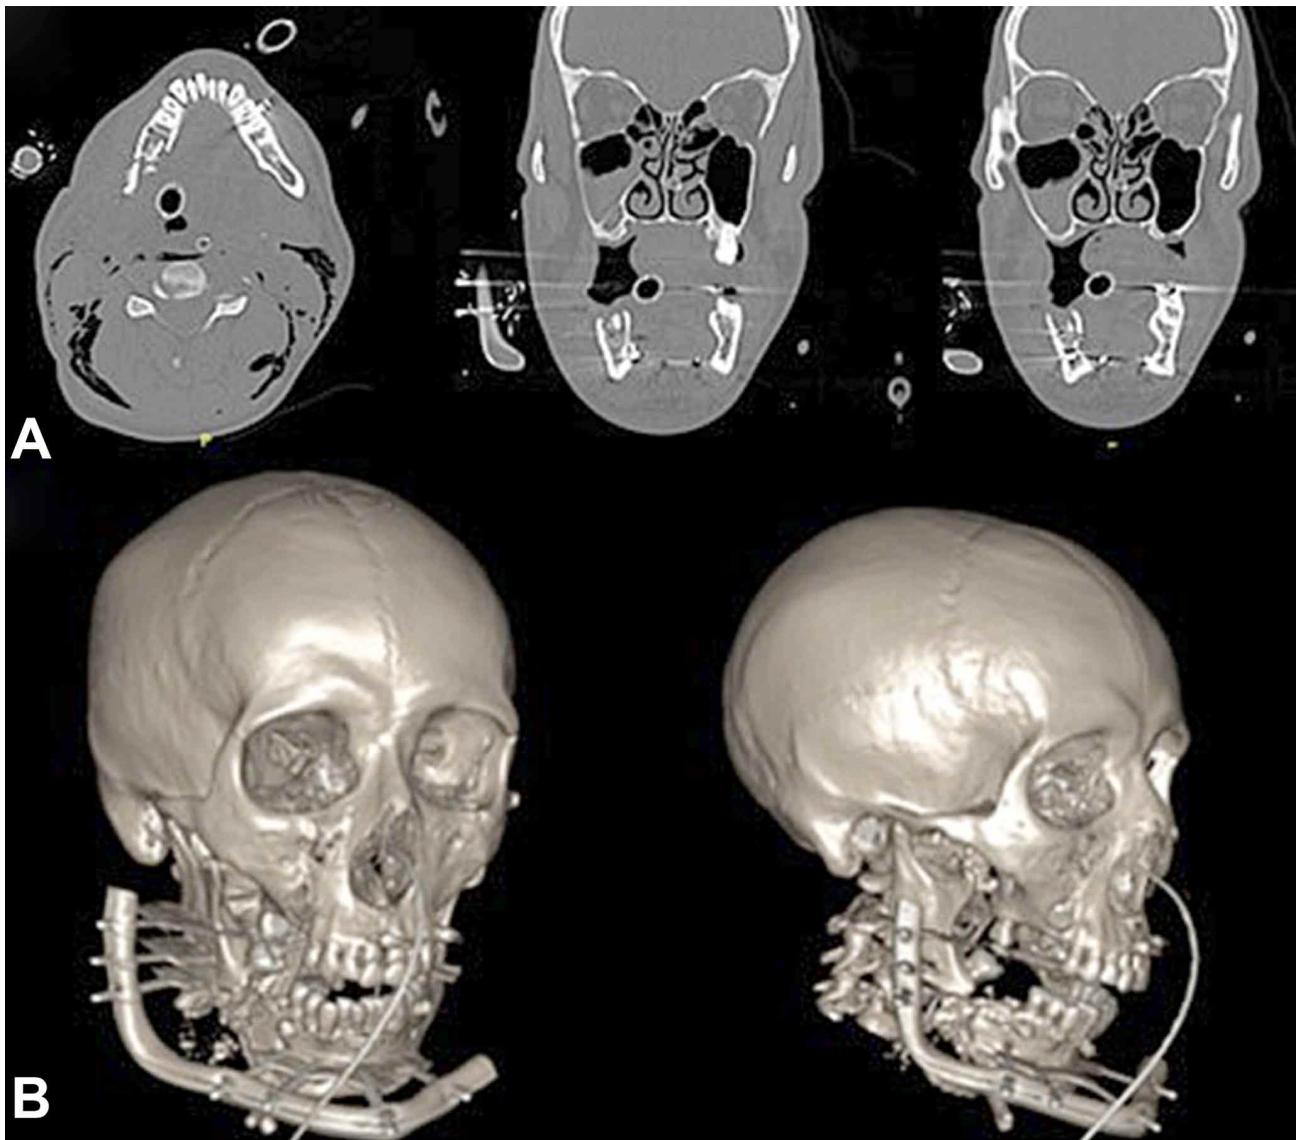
TC postoperatorio reducción cerrada y fijación con tutor externo y reconstrucción 3D. A. Cortes axial, coronal y sagital, reducción anatómica de cuerpo mandibular con tutor externo. B Reconstrucción 3D, fijación y reducción anatómica de cuerpo y cóndilo mandibular con tutor externo.
